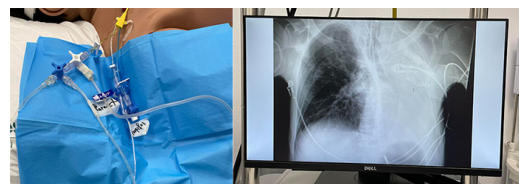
Ampliación de la información del caso a través de los "puntos calientes": vía (izquierda) y radiografía torácica (derecha).
